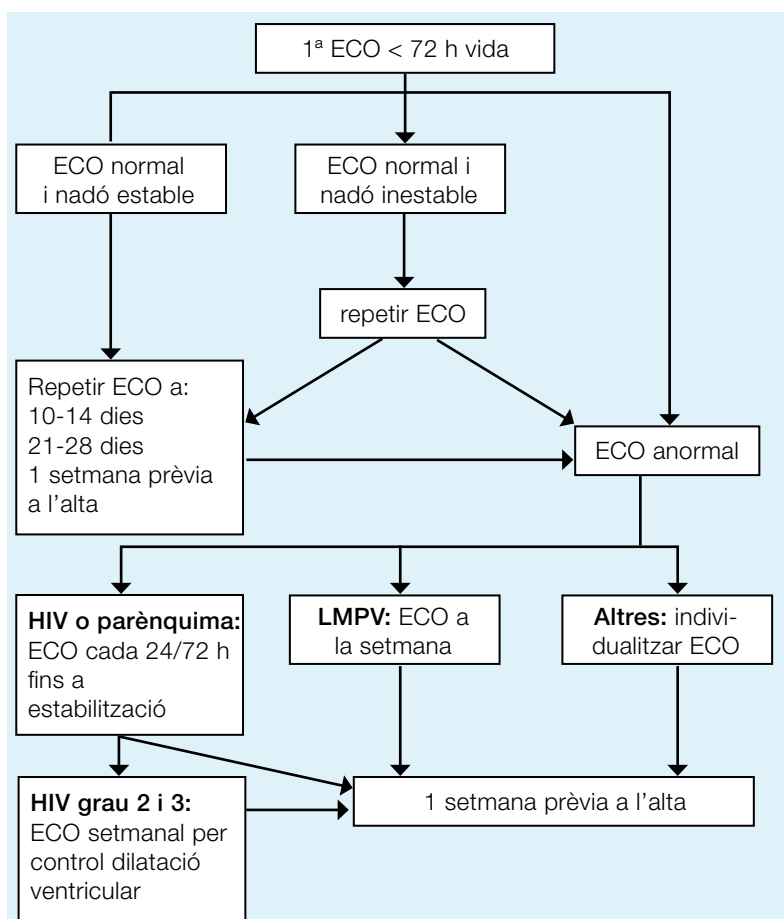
Calendari recomanat de les ecografies cerebrals en nadons de pes de naixement < 1500 g
